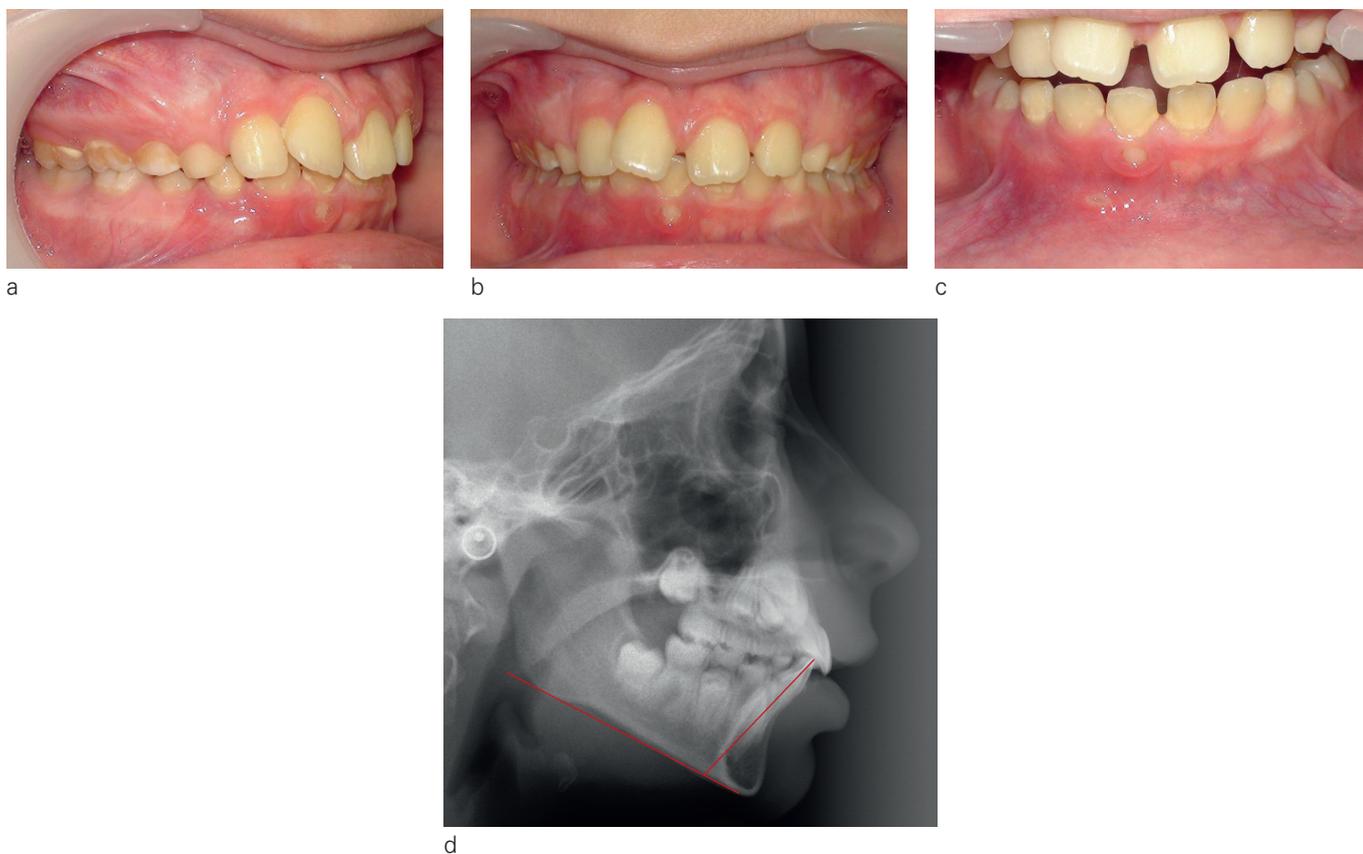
Interception d'une proalvéolie mandibulaire avec fenestration gingivale à 10 ans par affaiblissement labio-mentonnier. Vues endo-buccales (a, b, c) et téléradiographie de profil initiales avec IMPA = 105° (d).
